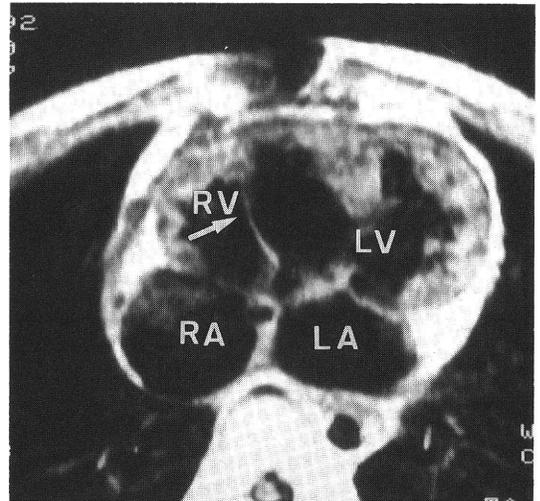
術後MRI。上が収縮期，下が拡張期，矢印は心室中隔パッチを示す。
